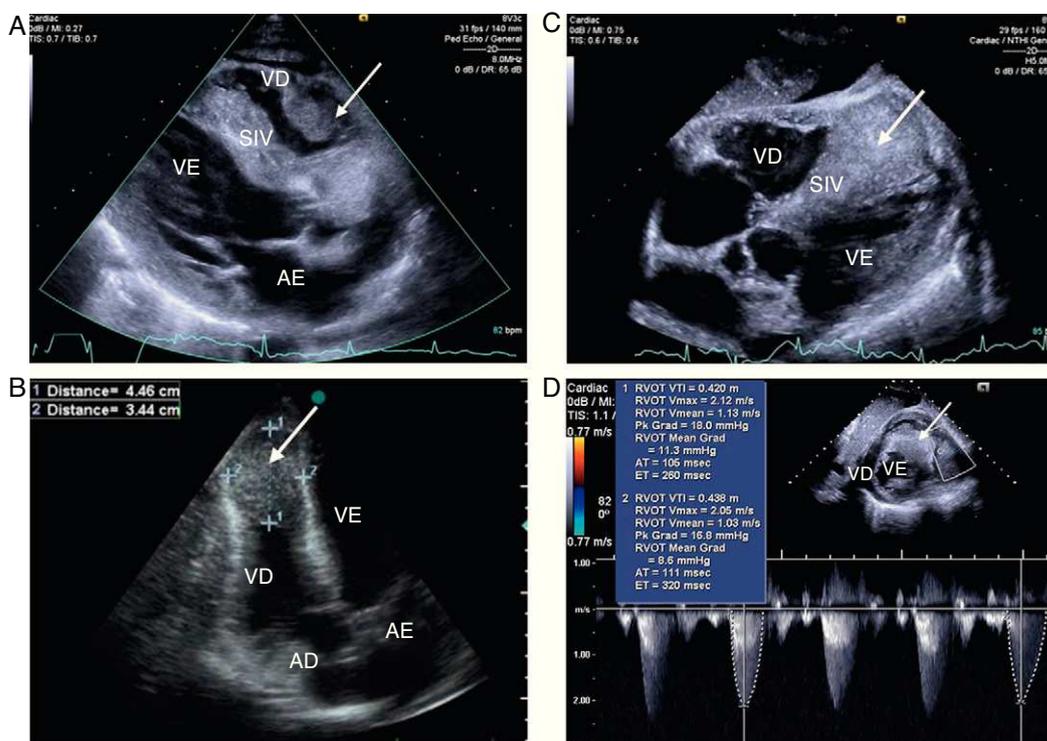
(A-D) Ecocardiograma transtorácico, mostrando a presença de massa infiltrativa ao nível do VD (seta), envolvendo toda a região apical, septo interventricular e parede livre do VD, não condicionando obstrução significativa ao nível da câmara de saída do VD (2D). AD: aurícula direita; AE: aurícula esquerda; SIV: septo interventricular; VD: ventrículo direito; VE: ventrículo esquerdo.
